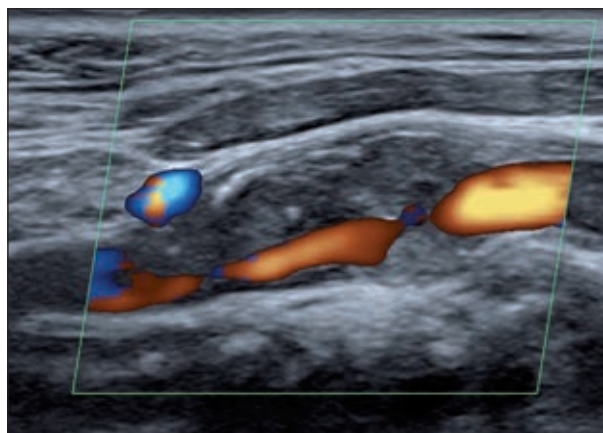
Severe internal carotid artery stenosis (85%); Color Doppler ultrasound; severe narrowing of artery lumen.
